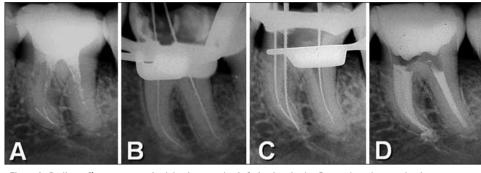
A. Radiografía preoperatoria del primer molar inferior izquierdo. Se pueden observar los instrumentos fracturados en ambos conductos mesiales. B. Exploración de los conductos con instrumentos de bajo calibre. C. Los fragmentos han sido sobrepasados. D. La radiografía posoperatoria inmediata muestra la obturación final y una pequeña sobreobturación con el sellador en la raíz mesial.
